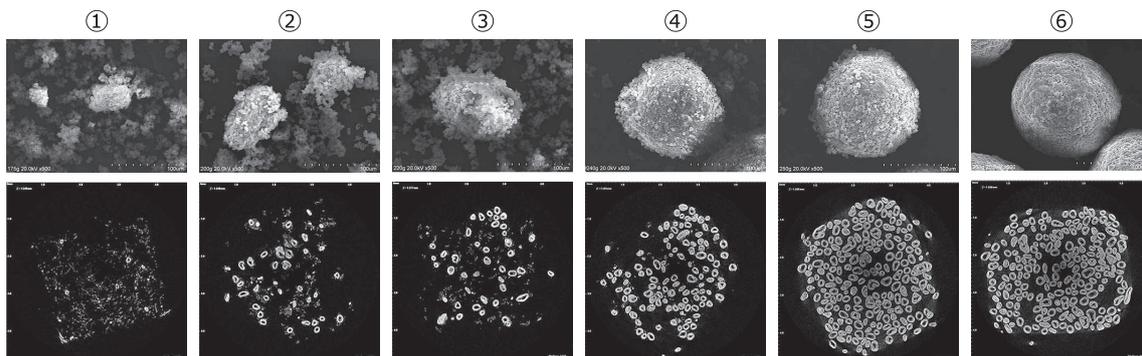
顆粒の SEM 画像及び X 線 CT 画像
